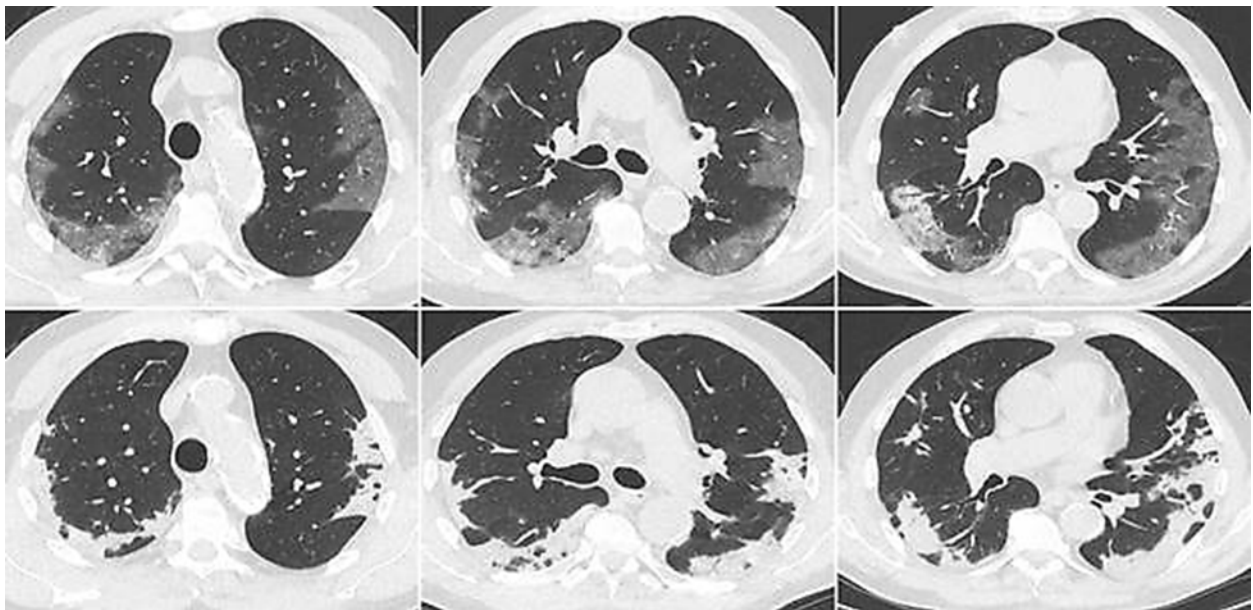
КТ ОГК в аксиальной проекции в динамике на соответствующих уровнях. COVID-19. Верхний ряд — 8 мая 2020 г., нижний — 15 мая 2020 г. Трансформация участков «матового стекла» в меньшие по объему консолидации практически без значимого симптома воздушной бронхографии. «Матовое стекло» в динамике практически не визуализируется
